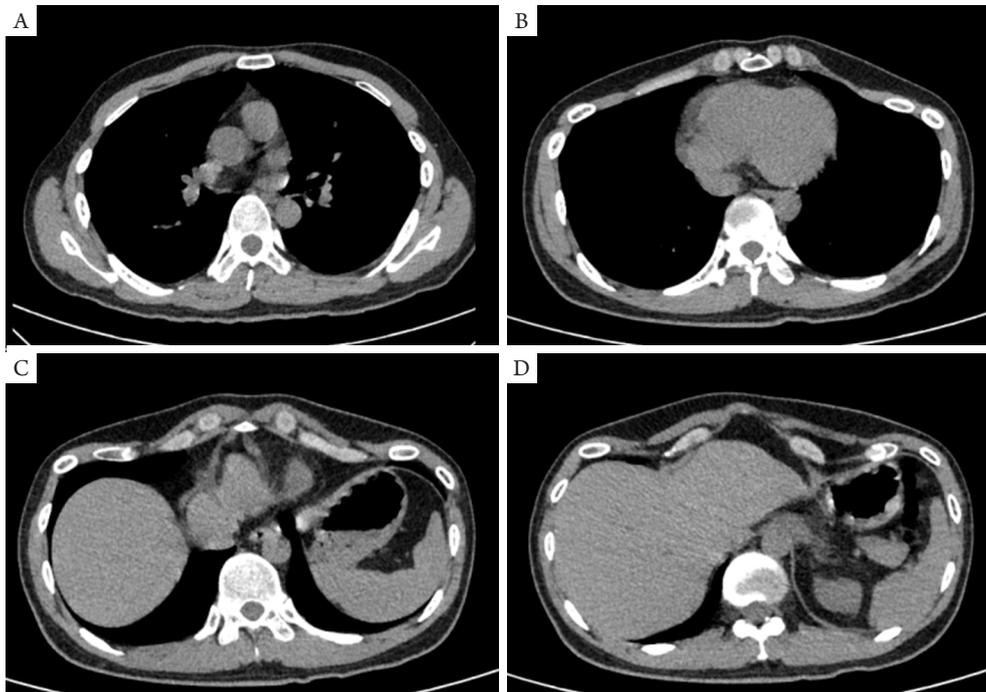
鞍状胸患者胸部CT结果。A: 上胸平面; B: 肋弓根部平面; C: 剑突平面; D: 肋弓平面
